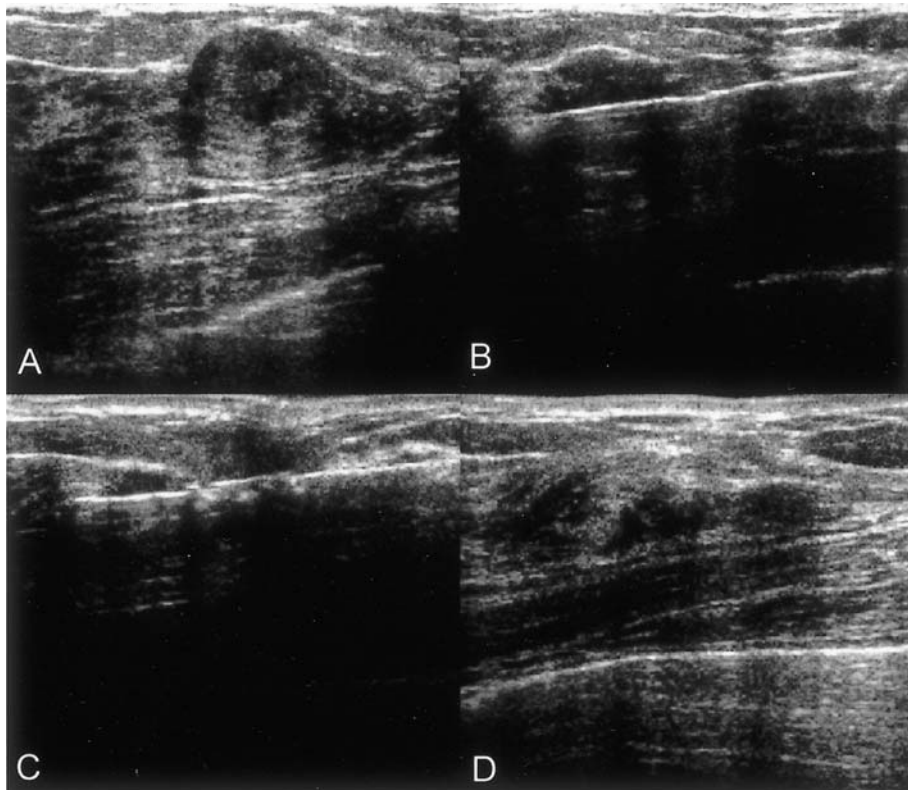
Fibroadenoma in a 37-year-old woman with palpable nodule in the left breast. Longitudinal ultrasonographic scan shows a 15 x 11 x 15 mm slightly lobulated hypoechoic mass in UOQ of left breast (A). During biopsy, mass reveals diminished size gradually (B, after 2nd fire; C, after 9th fire). After 12th fires, there is no longer visible nodule ultrasonically (D).
